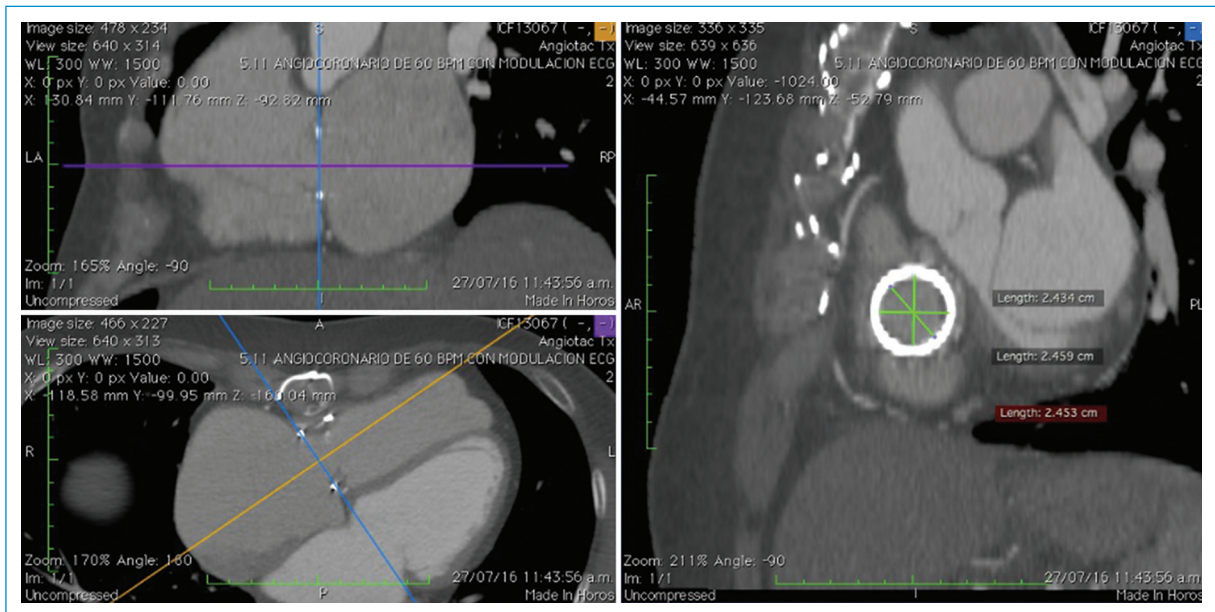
Se realizó una angiotomografía y con las medidas en esta decidió implantar una válvula SAPIEN XT No. 29.
